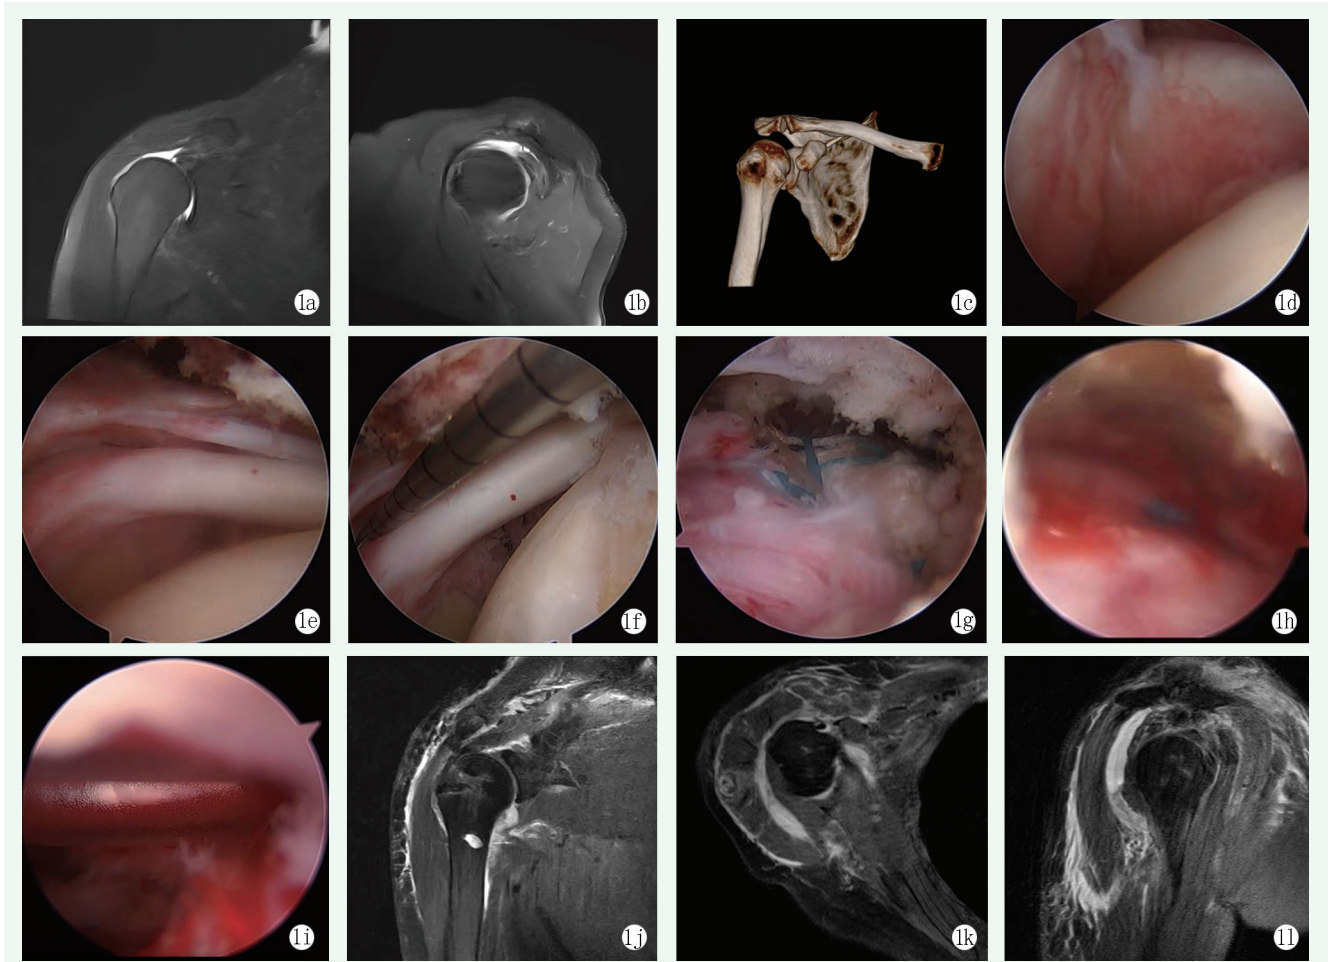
患者女性，78 岁。1a, 1b: 术前磁共振成像显示冈上肌腱大面积撕裂并延伸至冈下肌腱，伴有肌腱回缩；1c: 术前 CT 显示肱骨头较关节盂上移；1d: 术中探查肩胛下肌未见明显损伤；1e, 1f: 术中探查冈上肌腱、冈下肌腱全层撕裂且回缩；1g: 缝合桥技术部分修复撕裂肩袖；1h, 1i: 植入可吸收球囊，镜下见球囊位置良好；1j~1l: 术后 MRI 见肩袖固定位置可，球囊放置位置佳。
